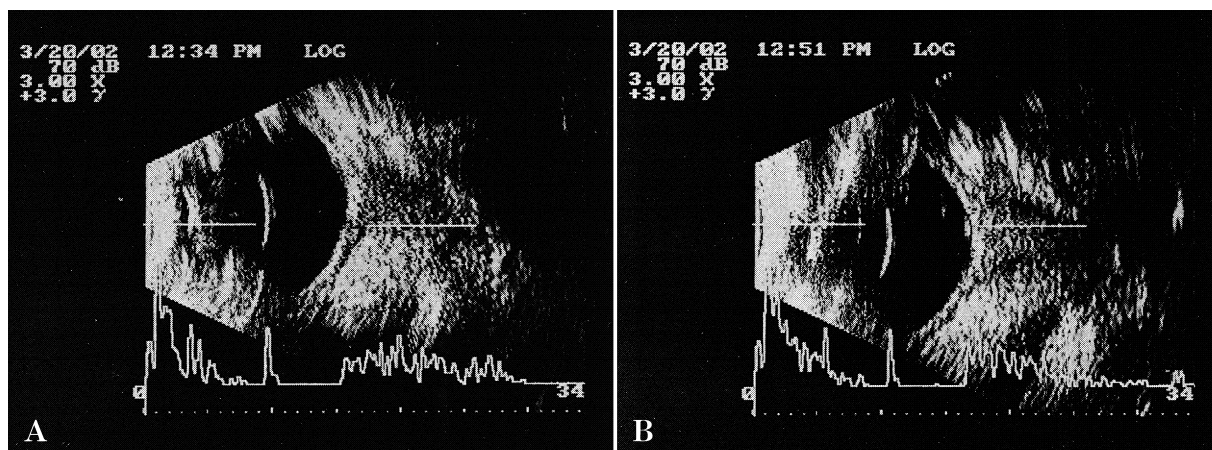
有色家兎におけるプラスミン注入後における超音波B-mode検査の変化.
